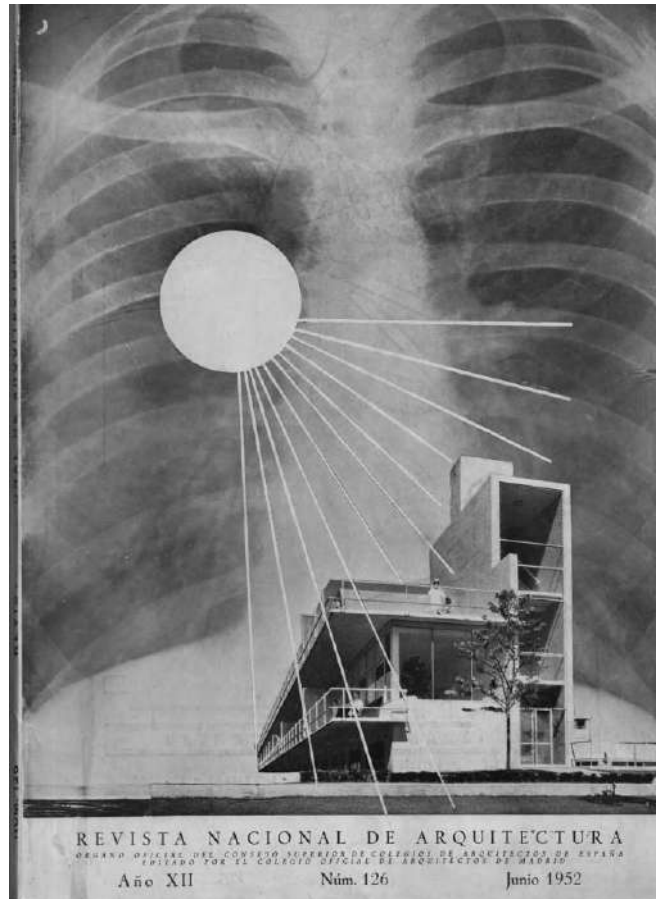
Imagem de William Ganster e William Pereira do *Lake County Sanatorium*, Waukegan, Illinois, 1939, sobreposta a uma radiografia de pulmões. Fonte: capa da Revista Nacional de Architectura, junho de 1952.
